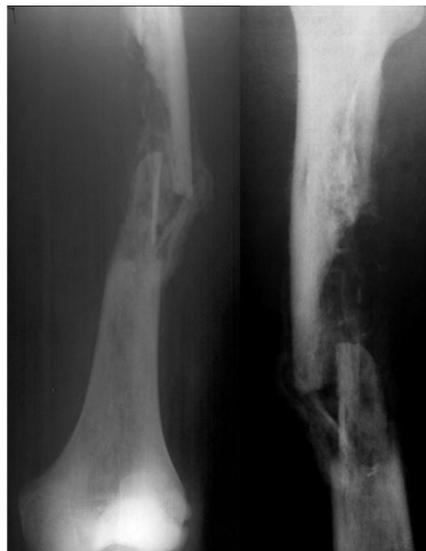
Рентгенограммы правого бедра пациента С. через 5 недель после операции. Четкие признаки костного спяния, за счет формирующейся периостальной мозоли
